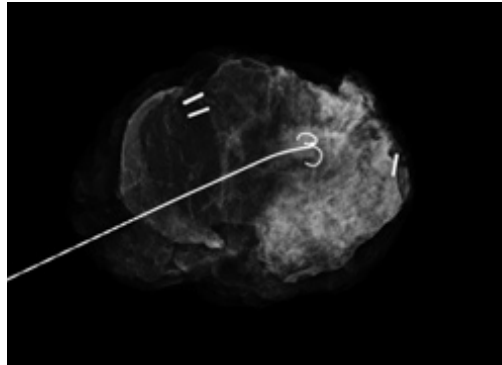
Radiografia del pezzo operatorio con distorsione ai margini periferici
